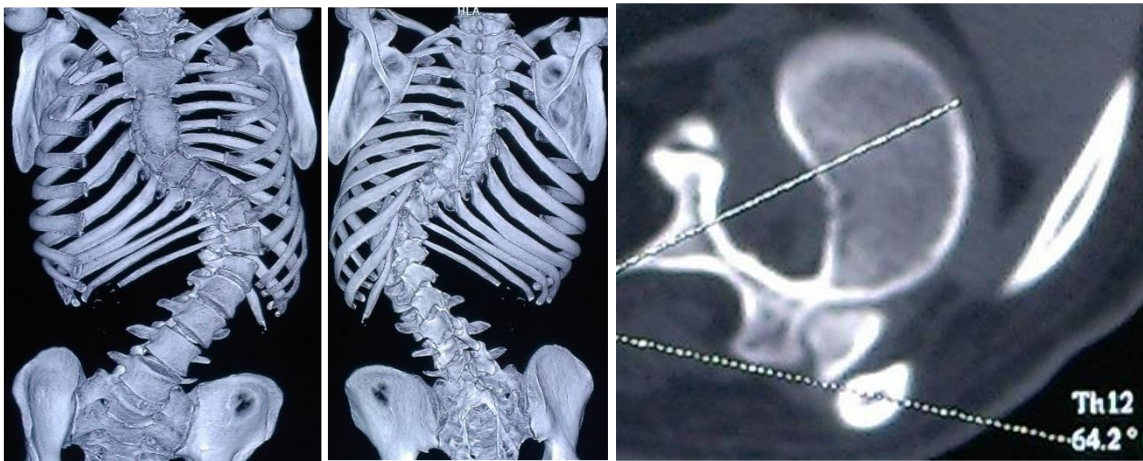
Компьютерная томограмма пациентки Б., 17 лет: Расчёт ротации апикального позвонка до операции
